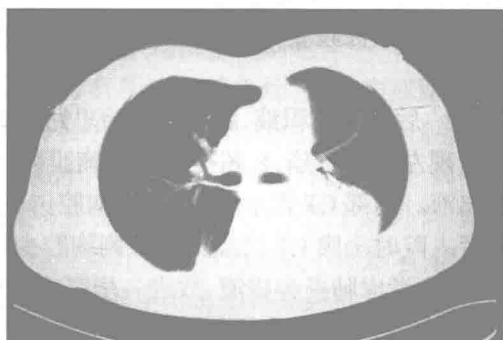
胸部 CT:左侧胸腔包裹性积液,右下肺局限性胸膜增厚、粘连
